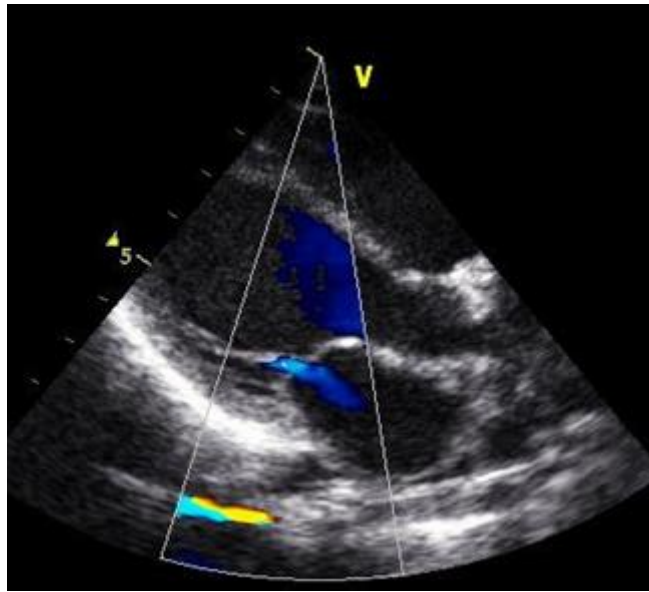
une image échocardiographie mettant en évidence une fuite mitrale chez un nourrisson chez qui le diagnostic final était un syndrome de Kawasaki.
